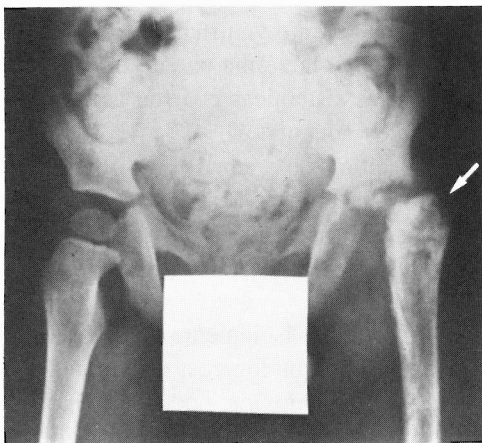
Radiografia da bacia: osteoartrite da anca esquerda.
